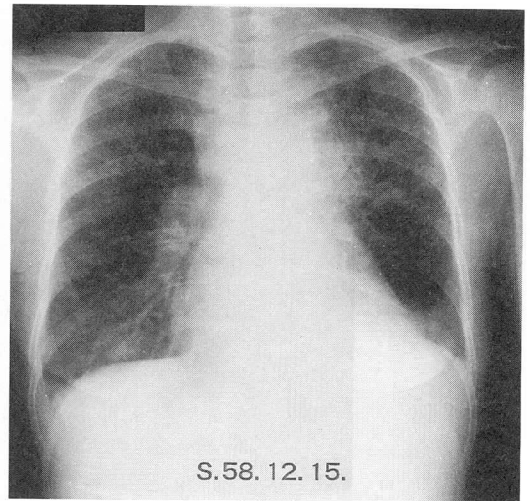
症例7の本院入院時の胸部X線写真：著明な両側の縦隔リンパ節腫大、左S¹⁺²領域の浸潤影、両側上中肺野の小結節影、両側胸水貯留を認める。
